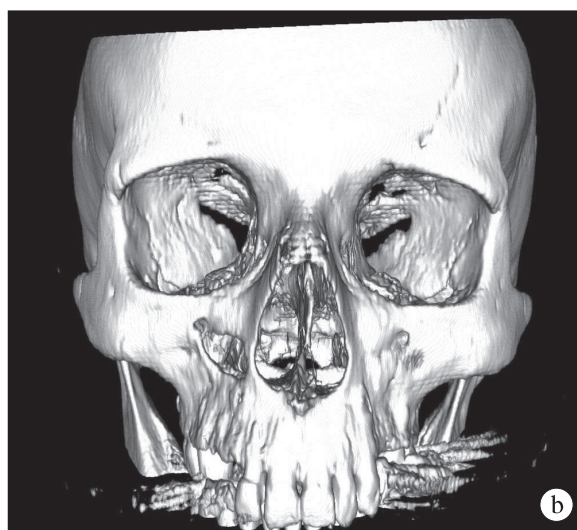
a – postoperative CT scan of the female patient (case 2) with the Caldwell-Luc access; b – postoperative CT 3-D scan with the Caldwell-Luc access.
